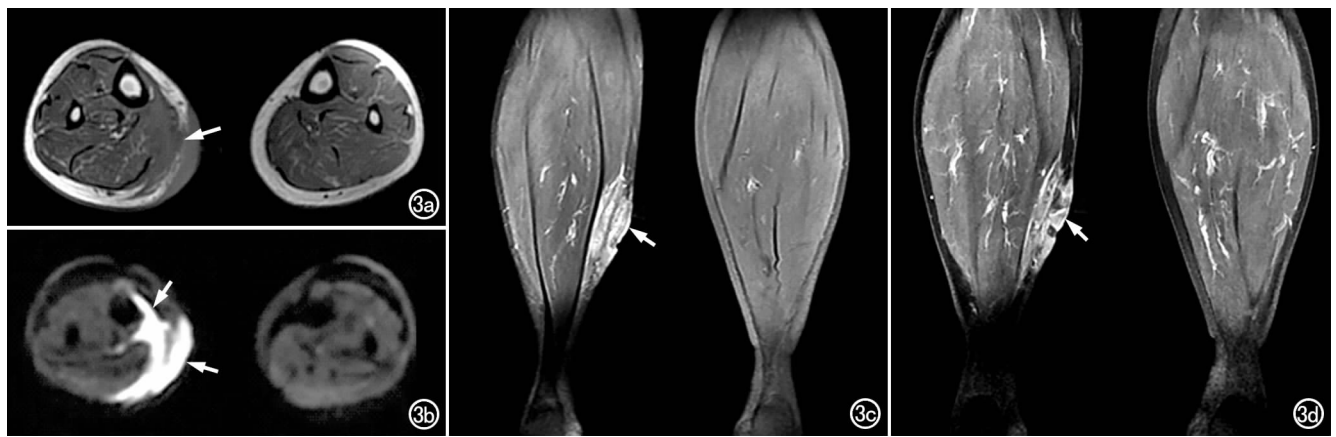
女,52岁,AML-M1病史1年,因右侧小腿肿痛1月余入院,a)横轴面 T_1 WI 示右侧腓肠肌、比目鱼肌内可见片状等信号(箭),邻近的肌肉和脂肪组织受浸润;b)横轴面 DWI 示病灶扩散受限,呈明显高信号(箭);c)冠状面压脂序列 T_2 WI 示病灶呈不均匀高信号(箭);d)冠状面 T_1 WI 增强扫描,显示病灶呈明显不均匀强化(箭)。
